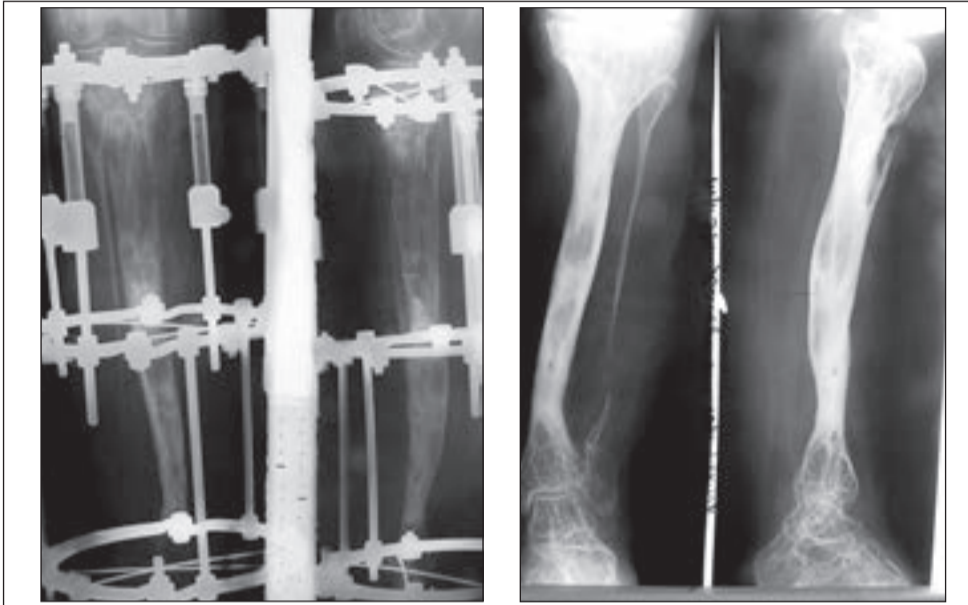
Відбиток із рентгенограми хворої Х.О.:
